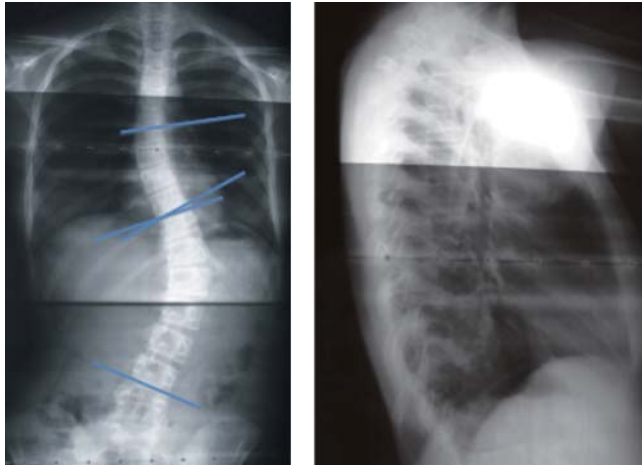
Radiografías en vistas AP y lateral.
